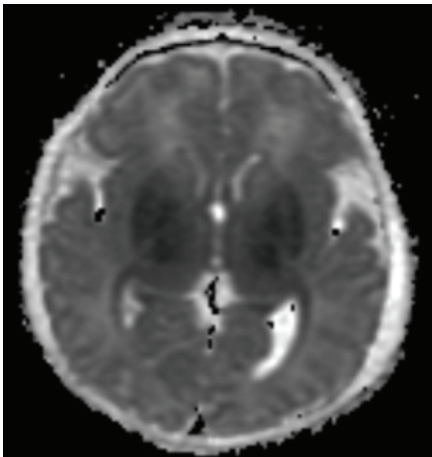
МРТ головного мозга, выполненное на 5-е сутки, гестационный возраст пациента 40 нед. и 0 дн., аксиальный срез, последовательность ADC. Определяется билатеральное снижение сигнала от вендролатеральных отделов таламуса, бледных шаров, скорлупы. Собственное клиническое наблюдение
